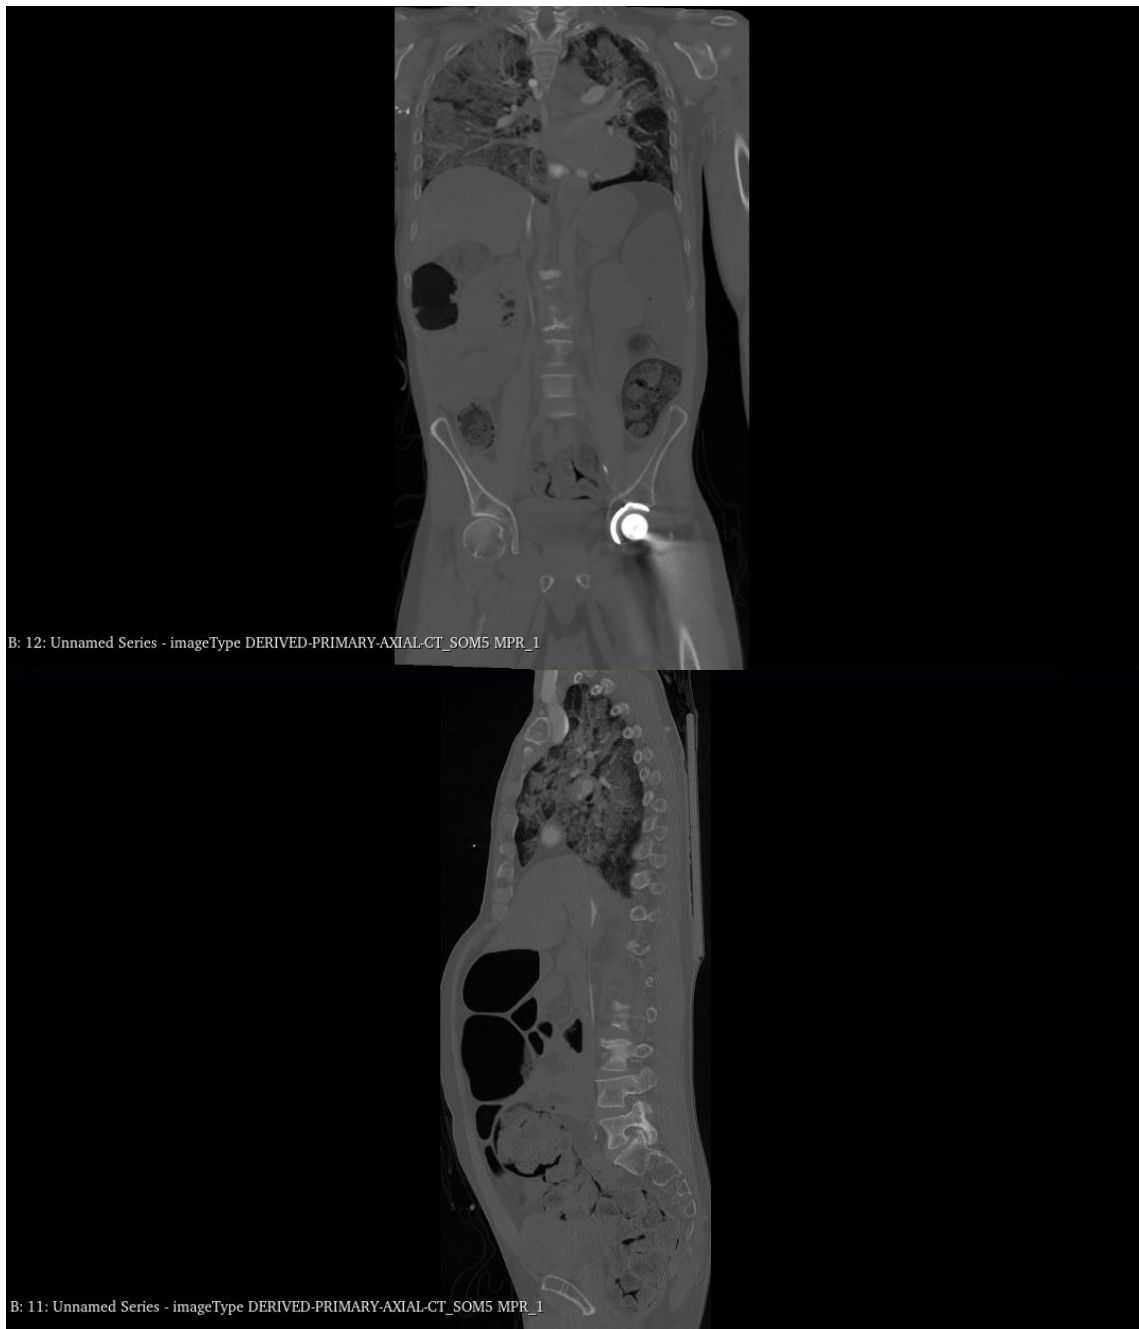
CT-Abdomen/Thorax koronar und sagittal
